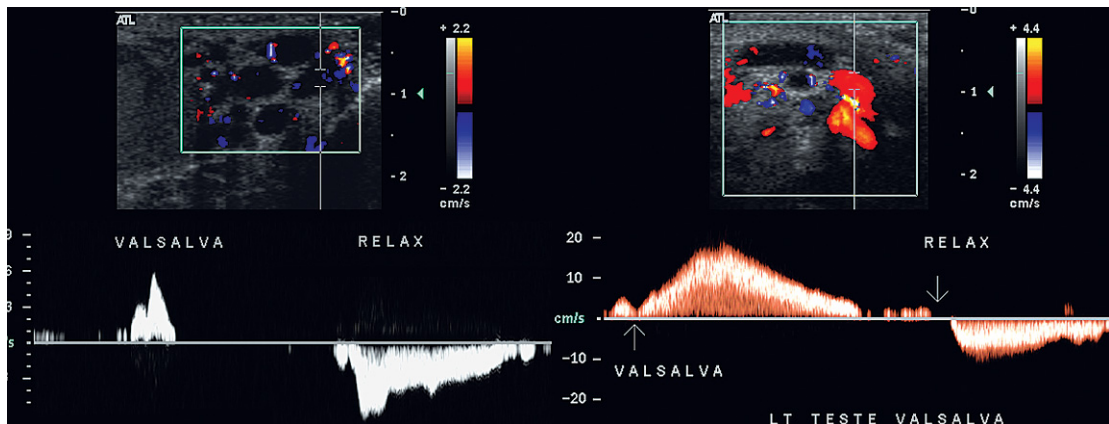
Trazados de Doppler espectral del cordón espermático izquierdo en dos pacientes con varicocele conocido. Los trazados fueron obtenidos durante el inicio, el mantenimiento y la finalización de una maniobra de Valsalva. El primer paciente tiene una inversión breve del flujo al inicio de la maniobra; la sangre bajo la válvula más distal es forzada hacia abajo, pero después debido a la competencia valvular el flujo inverso se interrumpe. Al finalizar la maniobra de Valsalva, el flujo anterógrado se inicia otra vez. El segundo paciente inicia la inversión del flujo y después mantiene un flujo inverso persistente conforme el flujo de salida venoso renal es derivado hacia la vena gonadal debido a la elevada presión en el tórax. Según aumenta la presión en el testículo, el flujo se entelrece progresivamente hasta el punto de finalización de la maniobra, en el que se inicia el flujo anterógrado.
